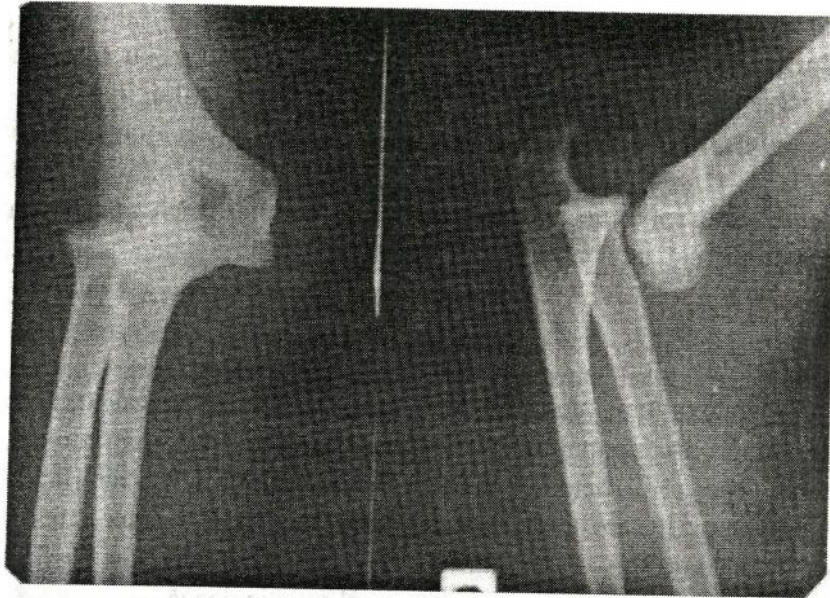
Radiografia articulației cotului. Luxație completă.
